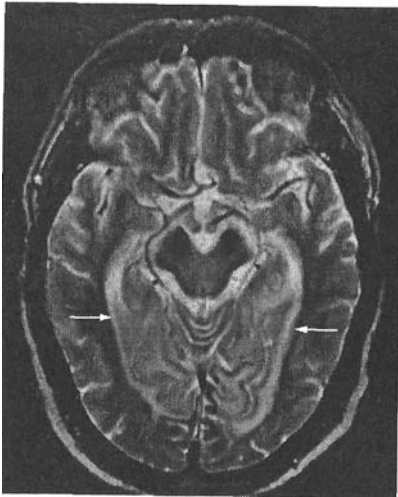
МРТ головного мозку того ж хворого через 8 діб від початку захворювання. Т₂-зважене зображення.
